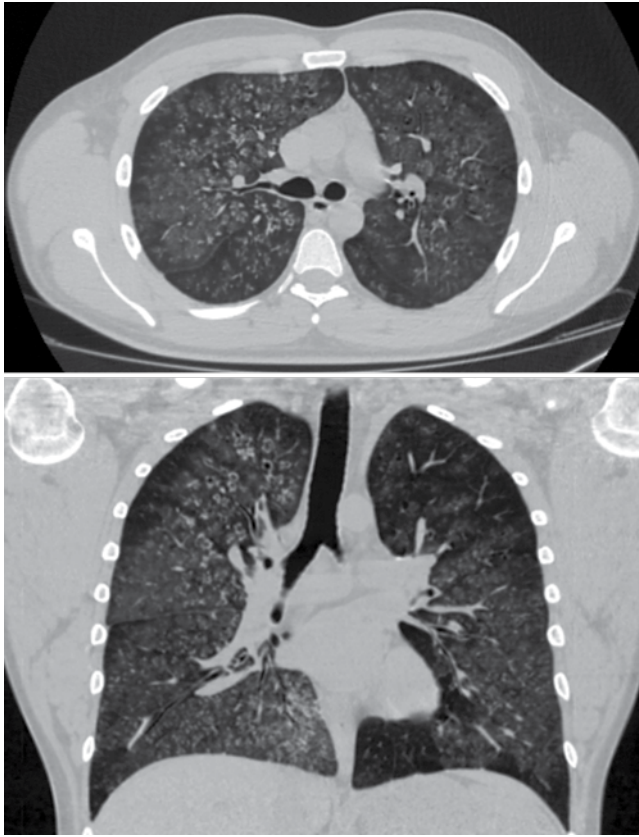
Пациент Н. КТ ОГК от 25.11.2019 г.
